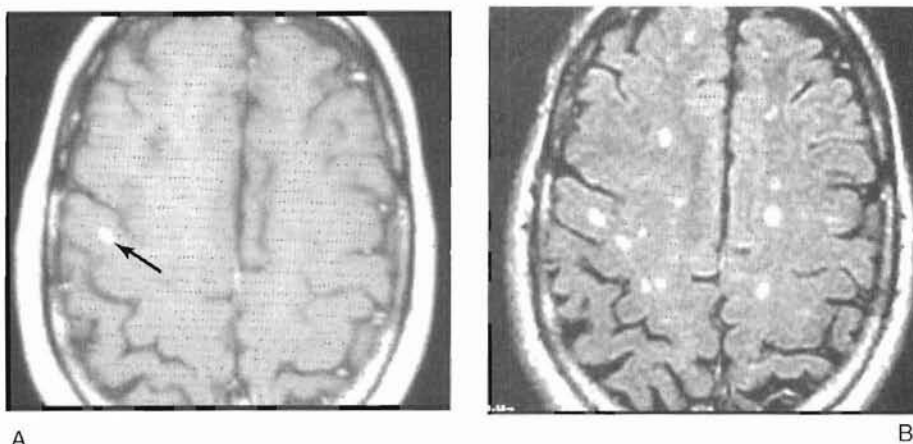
IRM cérébrale et SEP
